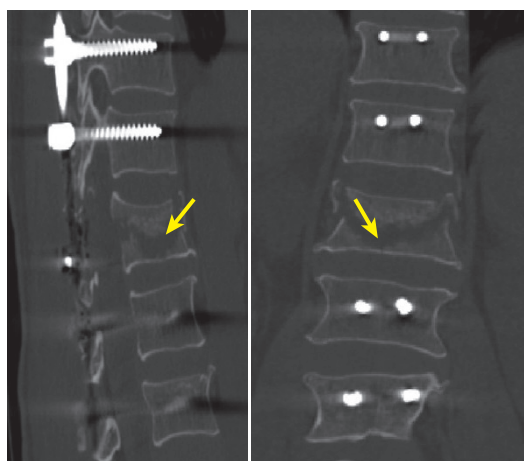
CT 示骨折复位后椎体“空壳”(箭头) a. 从左至右分别为术后即刻、6 个月、1 年矢状位 CT; b. 从左至右分别为术后即刻、6 个月、1 年水平位 CT
